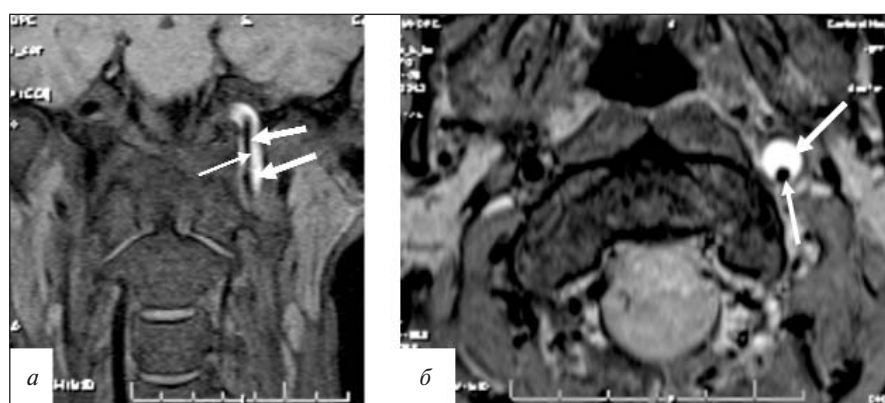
МРТ артерий шеи, режим T₁-s, коронарная (а) и аксиальная (б) проекции. Гематома в стенке левой ВСА (толстые стрелки), наружный диаметр артерии увеличен. Просвет артерии сужен, эксцентрично расположен (тонкие стрелки)
